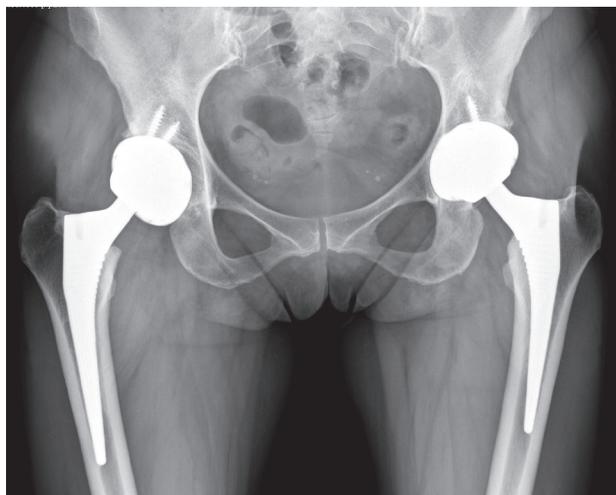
Radiografía de frente de ambas caderas donde se evidencia una copa vertical del lado derecho en la paciente que presentó un chirrido a los 23 meses postoperatorios.
